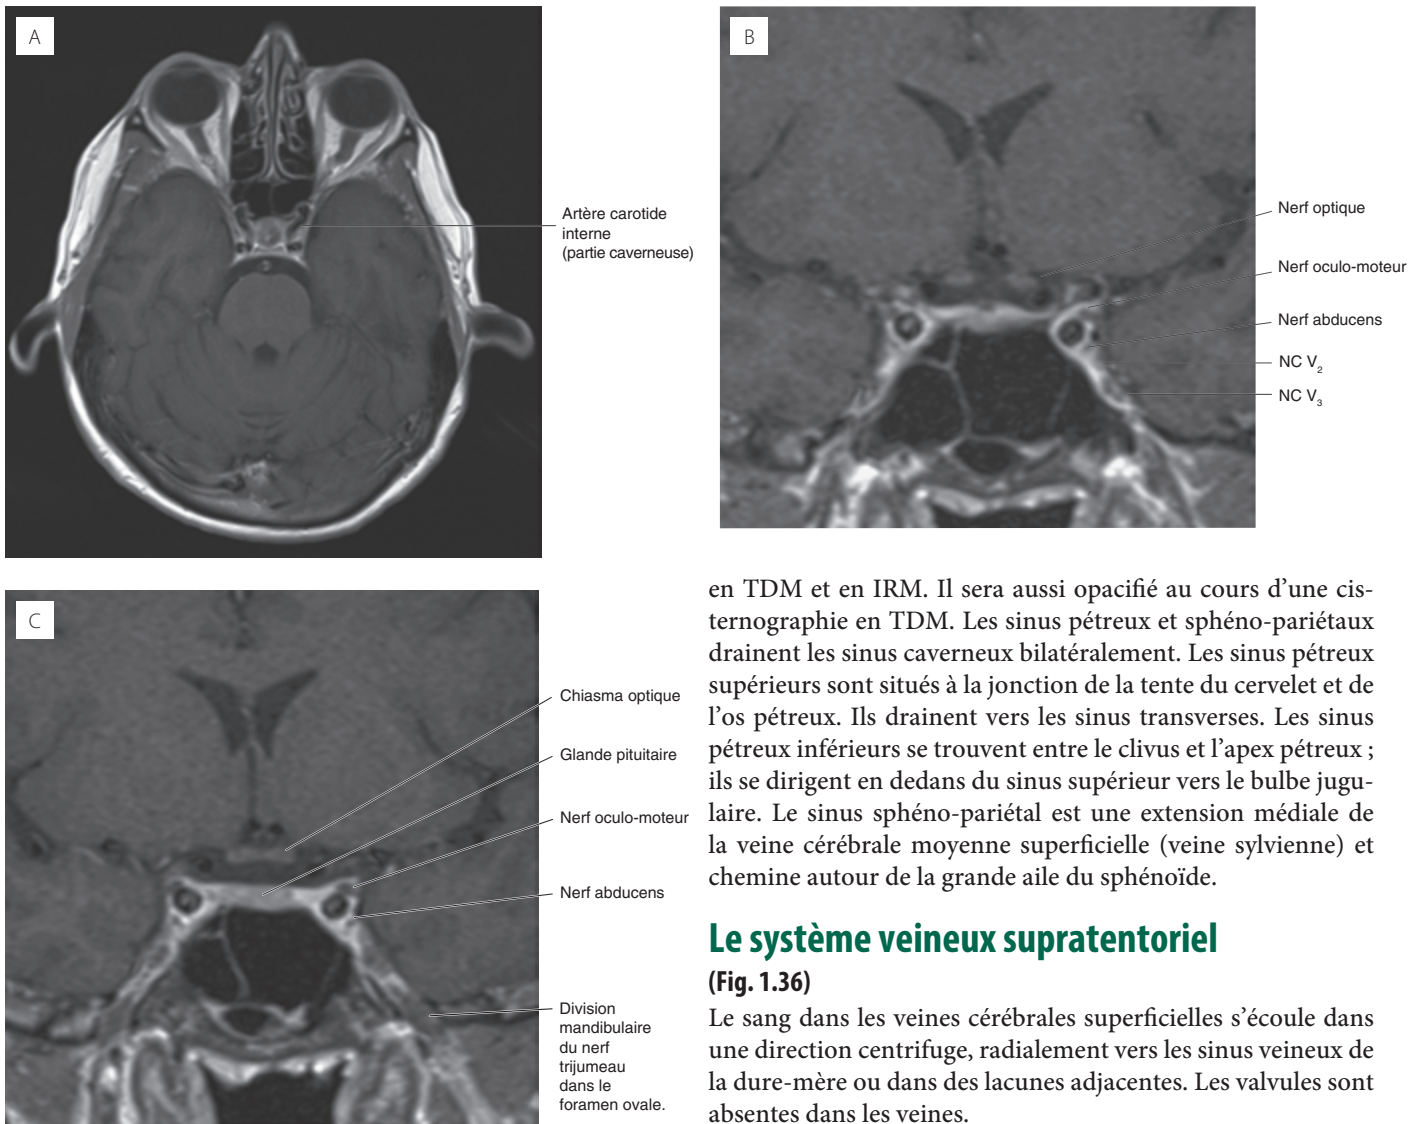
IRM avec rehaussement de contraste en pondération T1. (A) coupe transversale, (B) et (C) coupes frontales. (B) est antérieure à (C). Les sinus caverneux.
